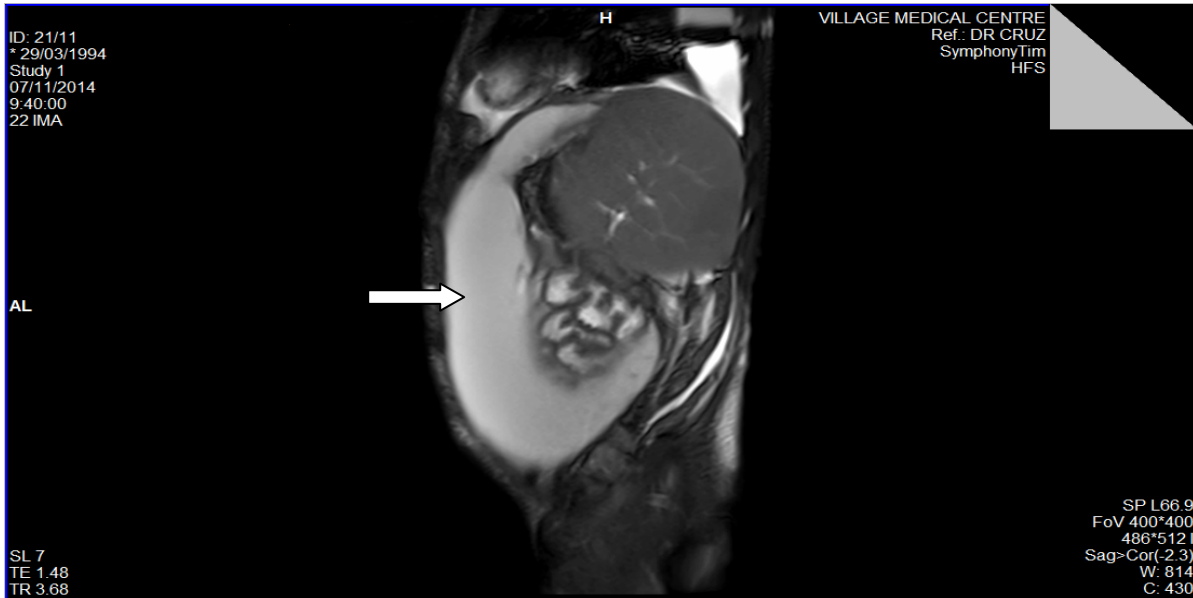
Resonancia magnética nuclear abdominal en posición lateral izquierda. Derrame pleural izquierdo, segmento de hígado regenerado de aspecto normal, gruesa colección no tabicada que ocupa la pared abdominal anterior de seis a 10cm como promedio (flecha)
